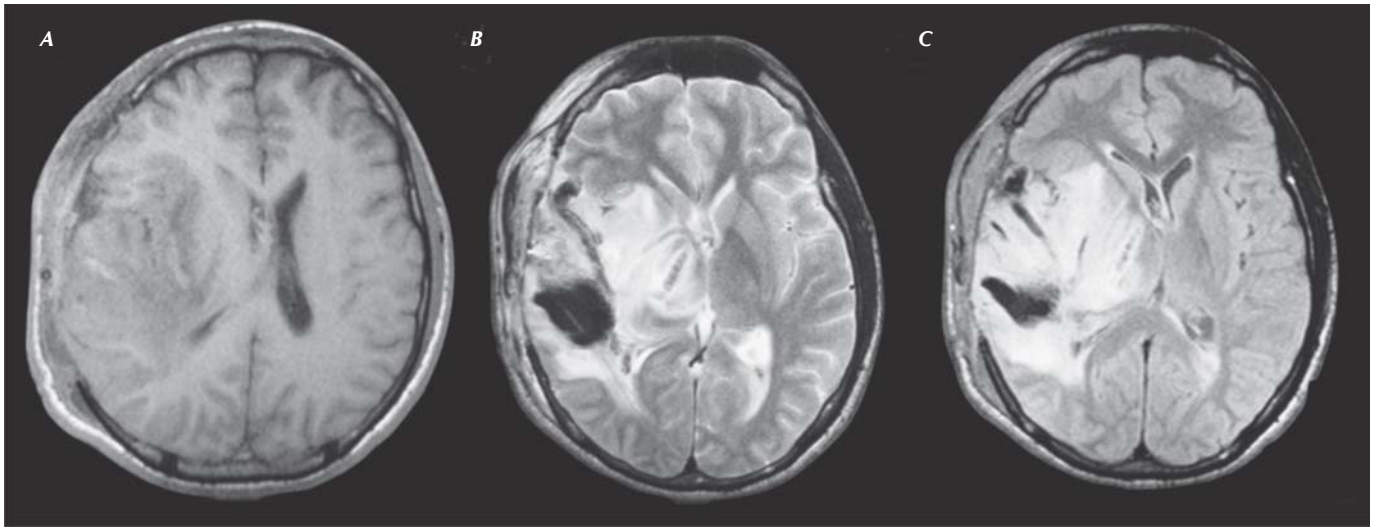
Resonancia magnética de encéfalo que muestra hemorragia parenquimatosa, necrosis y edema cerebral subcortical, de predominio en lóbulos parietotemporales derechos. A. Corte axial, secuencia ponderada en T1. B. Corte axial, secuencia ponderada en T2. C. Corte axial, secuencia FLAIR.
